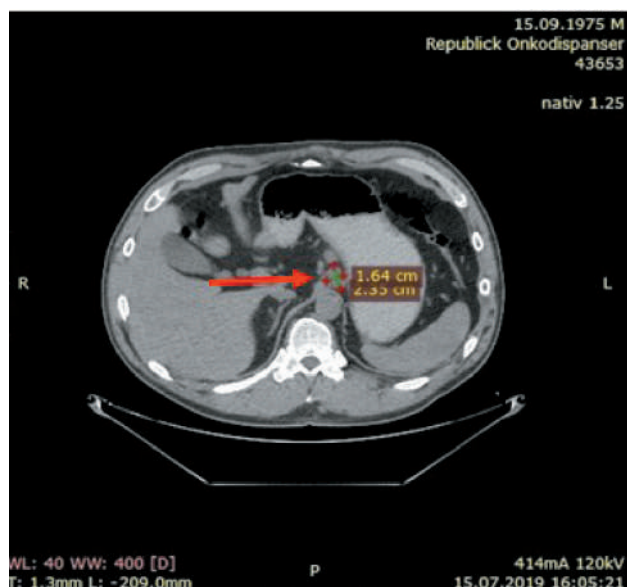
КТ органов брюшной полости (15.07.19). Стрелкой обозначен таргетный очаг – лимфоузел малой сальниковой сумки до лекарственного лечения
